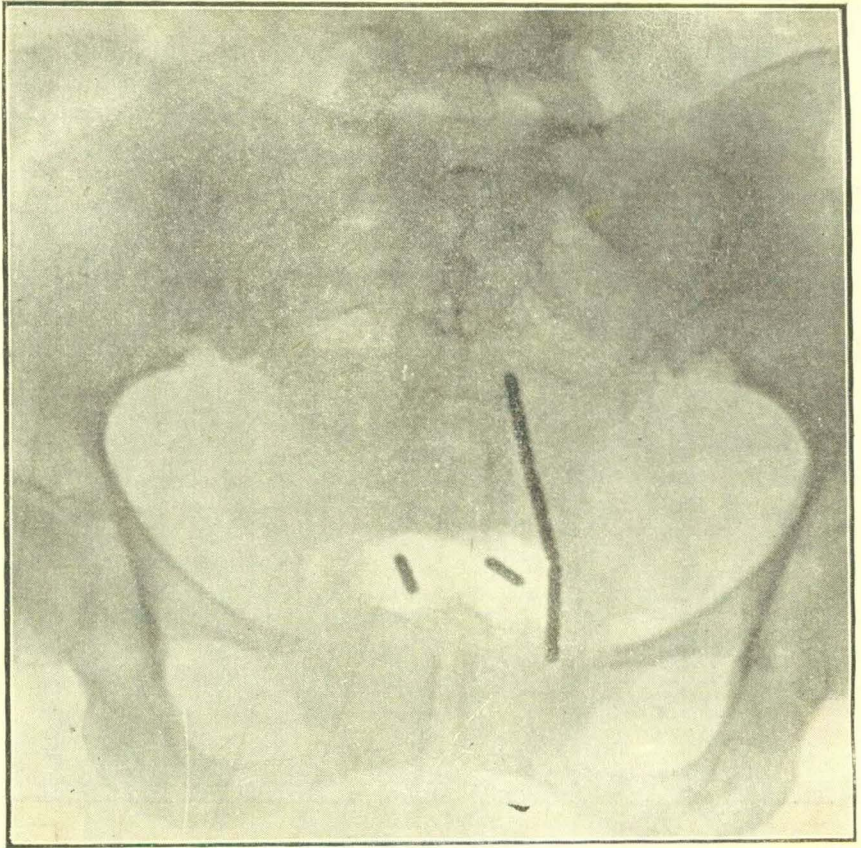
º 7.—Teniendo como punto de reparo dos tubos vaginales, que en la radiografía se ven rodeados por dos zonas claras, puede comprobarse que solamente los dos tubos superiores de la sonda están colocados dentro de la matriz.
